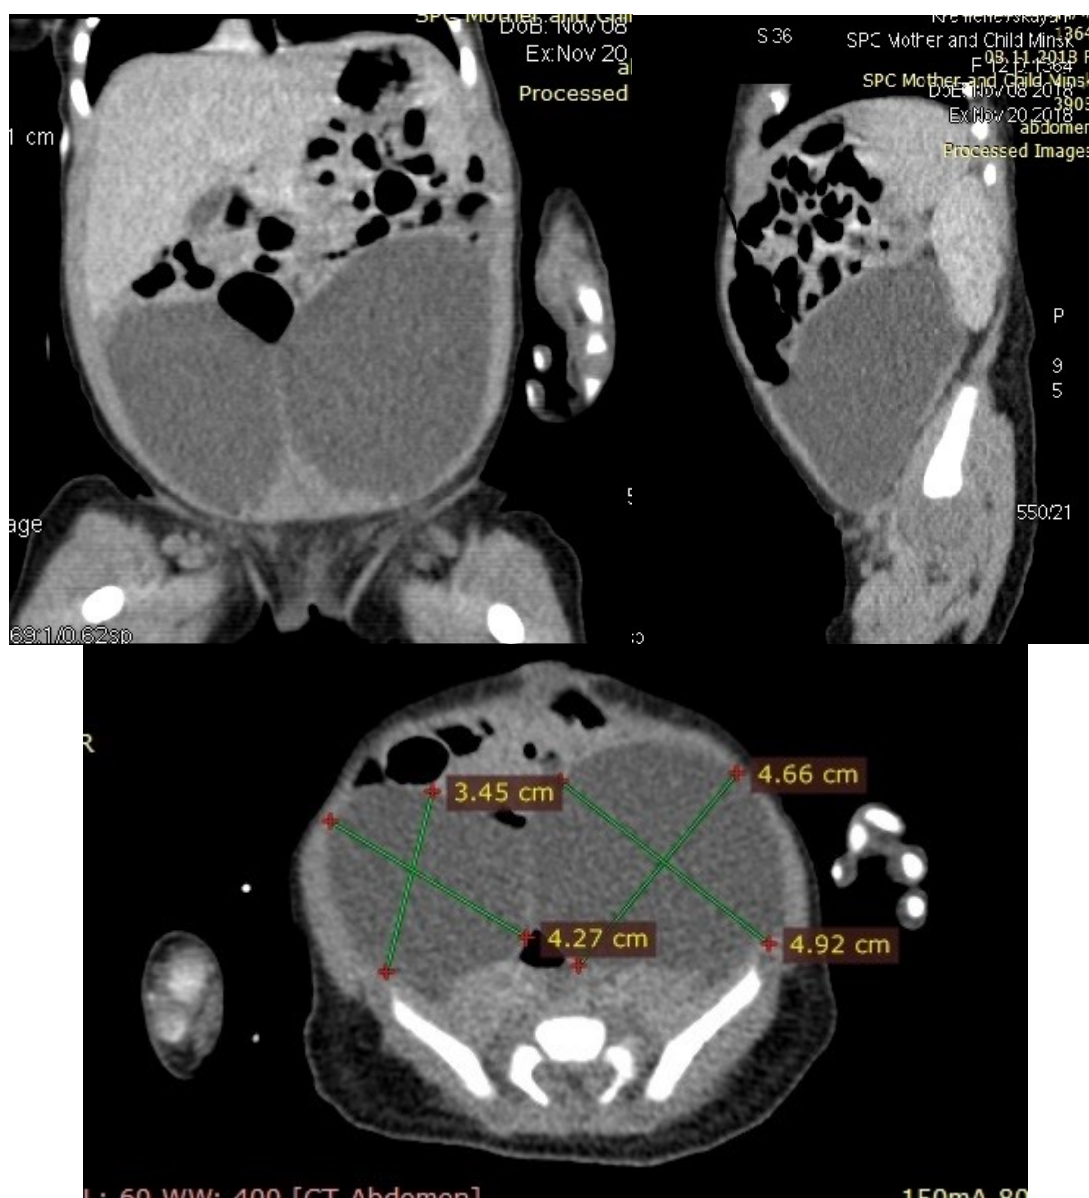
КТ-ангиография органов брюшной полости у пациентки с двусторонней кистой яичника
